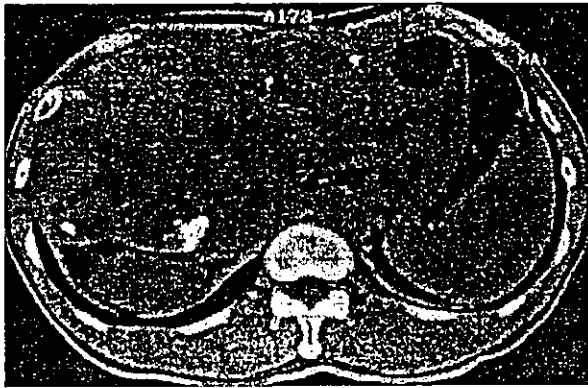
a 腹部CT (IFN併用動注化学療法開始前)
